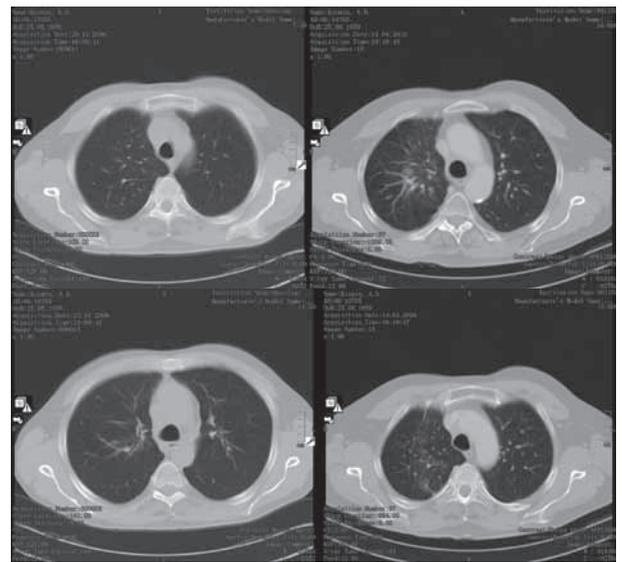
КТ грудной клетки после шести курсов ПХТ (29 ноября 2006 г.) и через десять лет (14 апреля 2016 г.) (29 ноября 2006 г.: на месте опухоли справа от трахеи сохраняется уплотнение клетчатки. Признаков наличия увеличенных лимфоузлов не выявлено. В легких без очаговых и инфильтративных изменений. Проподимость бронхов не нарушена. Структура вещества мозга не изменена. Желудочки обычных размеров и формы. Смещения срединных структур не отмечено. Органической патологии в веществе и желудочках мозга не выявлено. 14 апреля 2016 г.: постлучевые изменения в правом легком. Плевральные синусы свободны. Клетчатка верхнего средостения резко уплотнена, лимфатические узлы на этом фоне четко не видны. Срединные структуры симметричны. Желудочки мозга обычных размеров и формы. Признаки объемного образования не выявлены)
